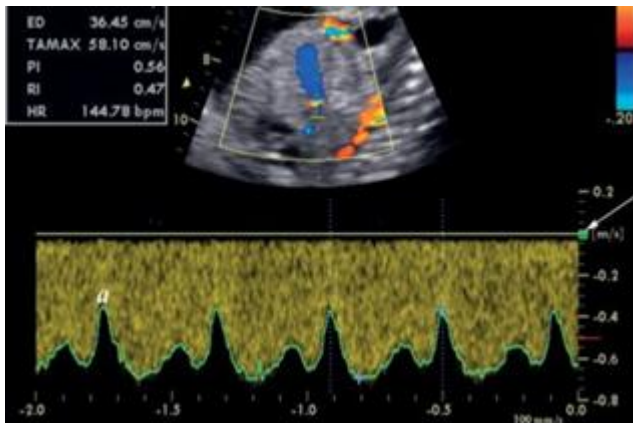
Registrazione Doppler del dotto venoso con una insonazione sagittale ed allineamento con la porzione istmica senza correzione d'angolo. Il filtro di parete a bassa velocità (freccia) non interferisce con l'onda-a (a), la quale è lontana dalla linea zero. L'uso di uno sweep speed elevato permette una accurata visualizzazione delle variazioni della velocità
